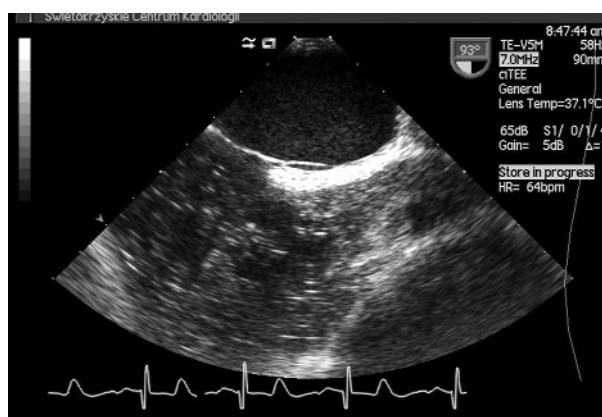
Badanie echokardiograficzne przezprzełykowe doplerowskie kodowane kolorem. Projekcja podłużna wysoka. Odwrócony prawo-lewy przeciek przez przetrwały otwór owalny
